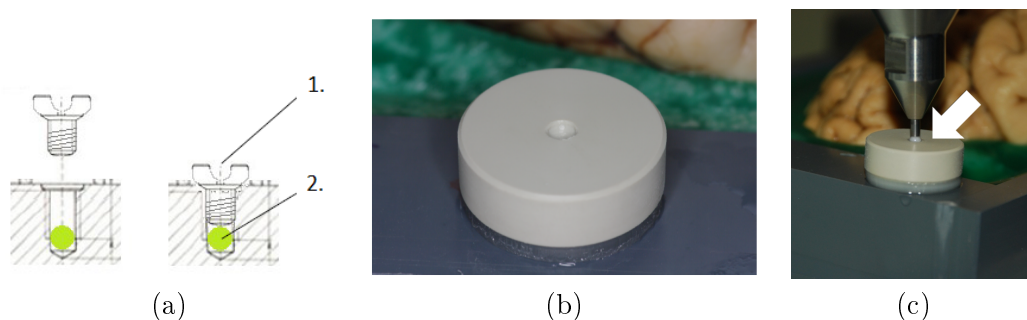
(a) Plan de coupe des repères-vis : 1. zone de palpation ; 2. sphère visible à l'IRM, (b) Repères-vis avec demi-sphère creuse pour palpeur, (c) Acquisition du repère par la sonde fixée à l'extrémité du bras.
